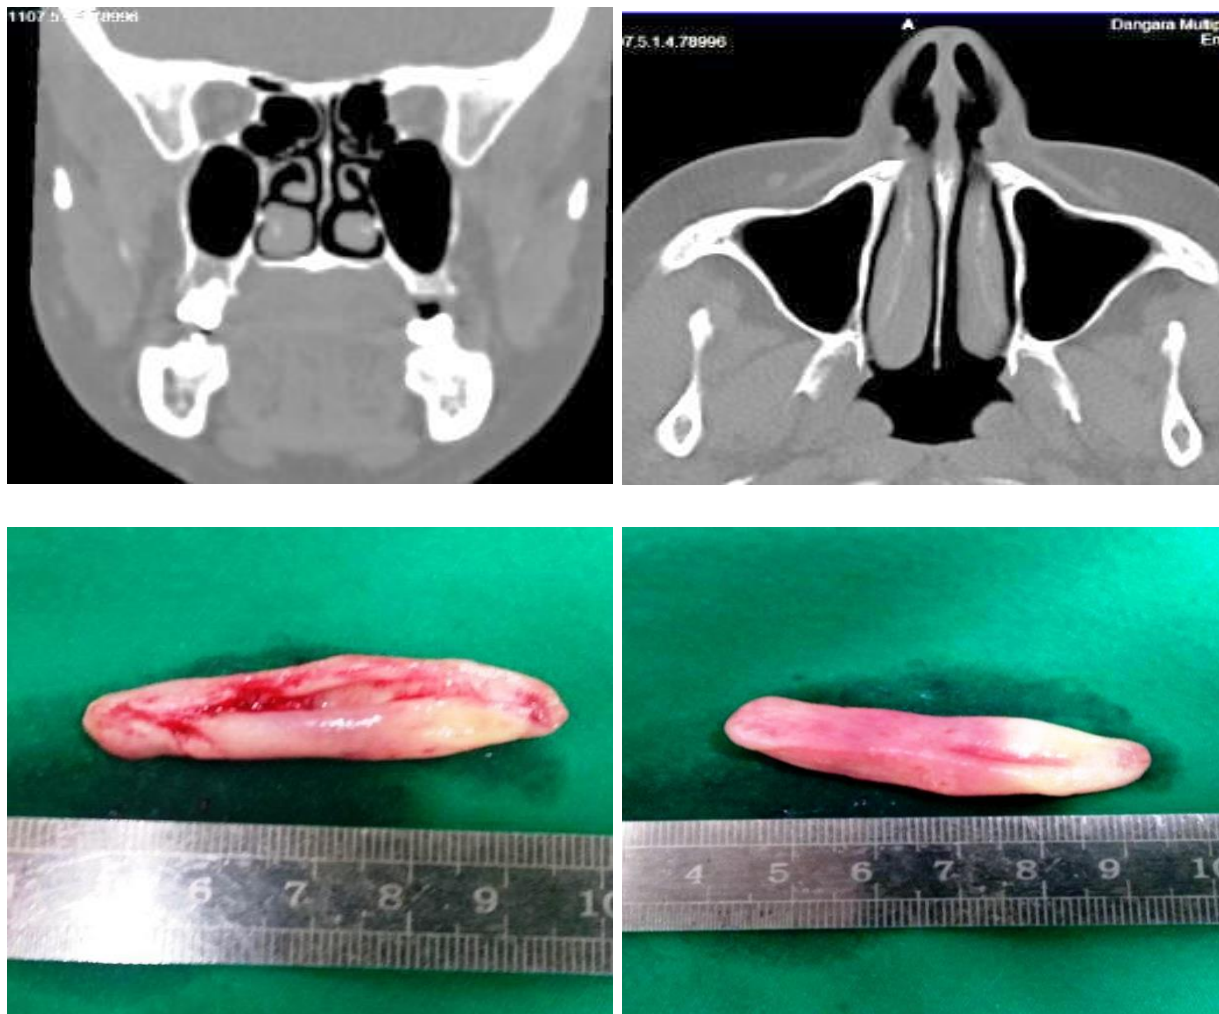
Гипертрофия нижней носовой раковины (ННР) справа на КТ и состояние после её удаления
